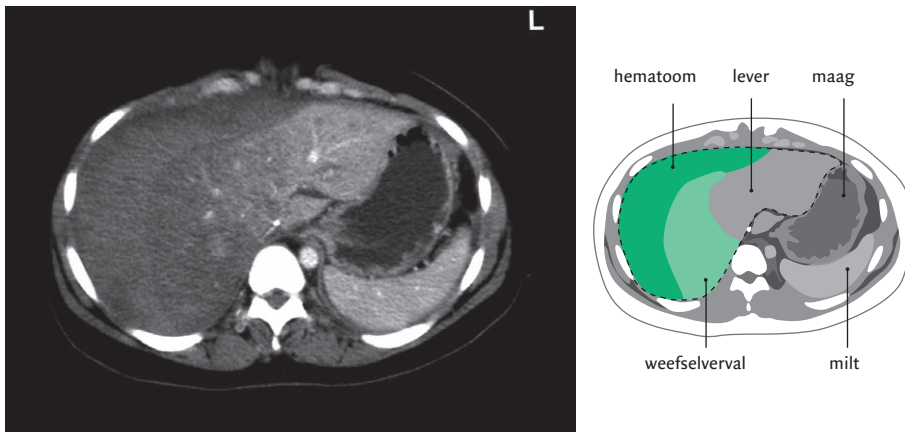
Transversale CT-opname van het abdomen van patiënt A na intraveneuze toediening van contrastmiddel; zichtbaar is inhomogeen aangekleurd parenchym in met name de rechter leverkwab en een subcapsulair hematoom.
